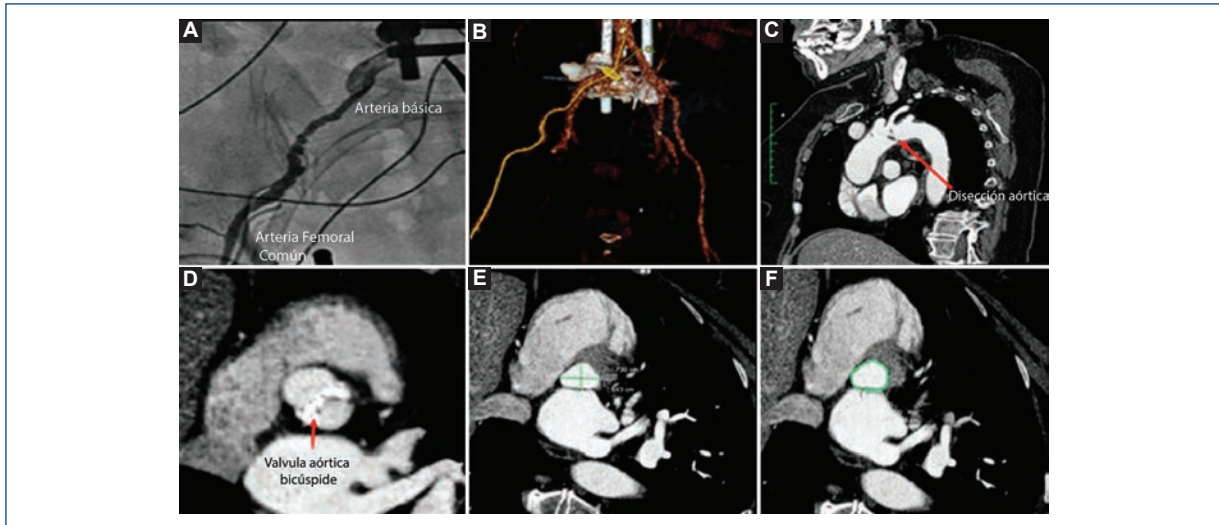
A y B: angiografía de arterias femorales y angio-TC de aorta abdominal e ilíacas con tortuosidad leve y arterias femorales con calibre menor de 5 mm. C: imagen en reconstrucción sagital oblicua a nivel del arco aórtico donde se observa imagen lineal hipodensa que se proyecta en la luz de la aorta en relación con un *flap* con calcificaciones puntiformes en placa de ateroma. D: corte axial a nivel de senos de Valsalva donde se observa morfología bicúspide de la válvula aórtica con calcificaciones irregulares. E y F: mediciones del anillo aórtico asimétrico con diámetros de 17 x 26 mm, perímetro de 72.86 mm y área de 389.1 mm².
